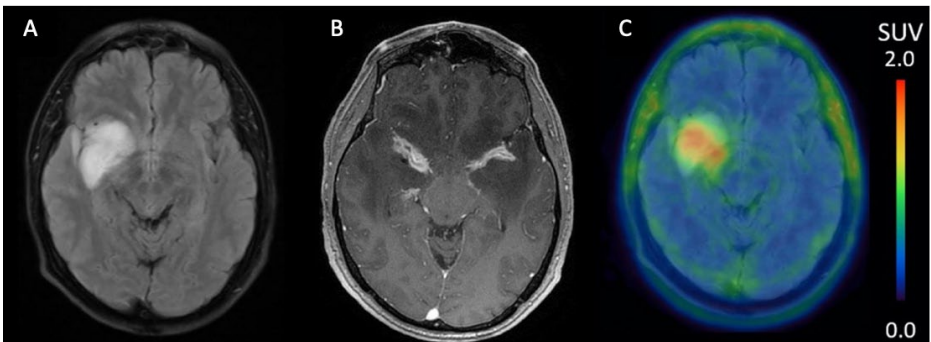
Brain MRI 4 weeks after symptom onset showed right-sided frontotemporoinular edema (axial T2-weighted turbo spin-echo sequence) (A). Brain MRI 5 weeks after symptom onset showed basal meningitis with bilateral perivascular contrast enhancement (axial T1-weighted fast spoiled gradient-echo sequences) (B). Axial microglia PET with [¹⁸F]GE-180 showed intense frontotemporoinular signal on the right (C). SUV, standardized uptake value.
